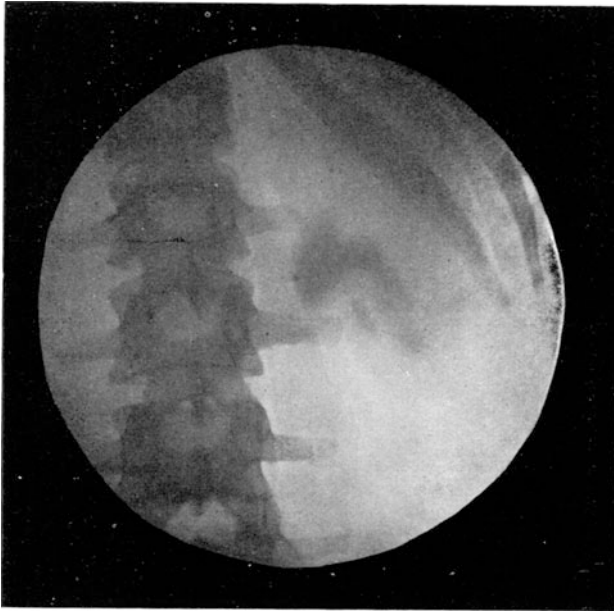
Röntgenbild eines großen Nierensteins im Nierenbecken.
